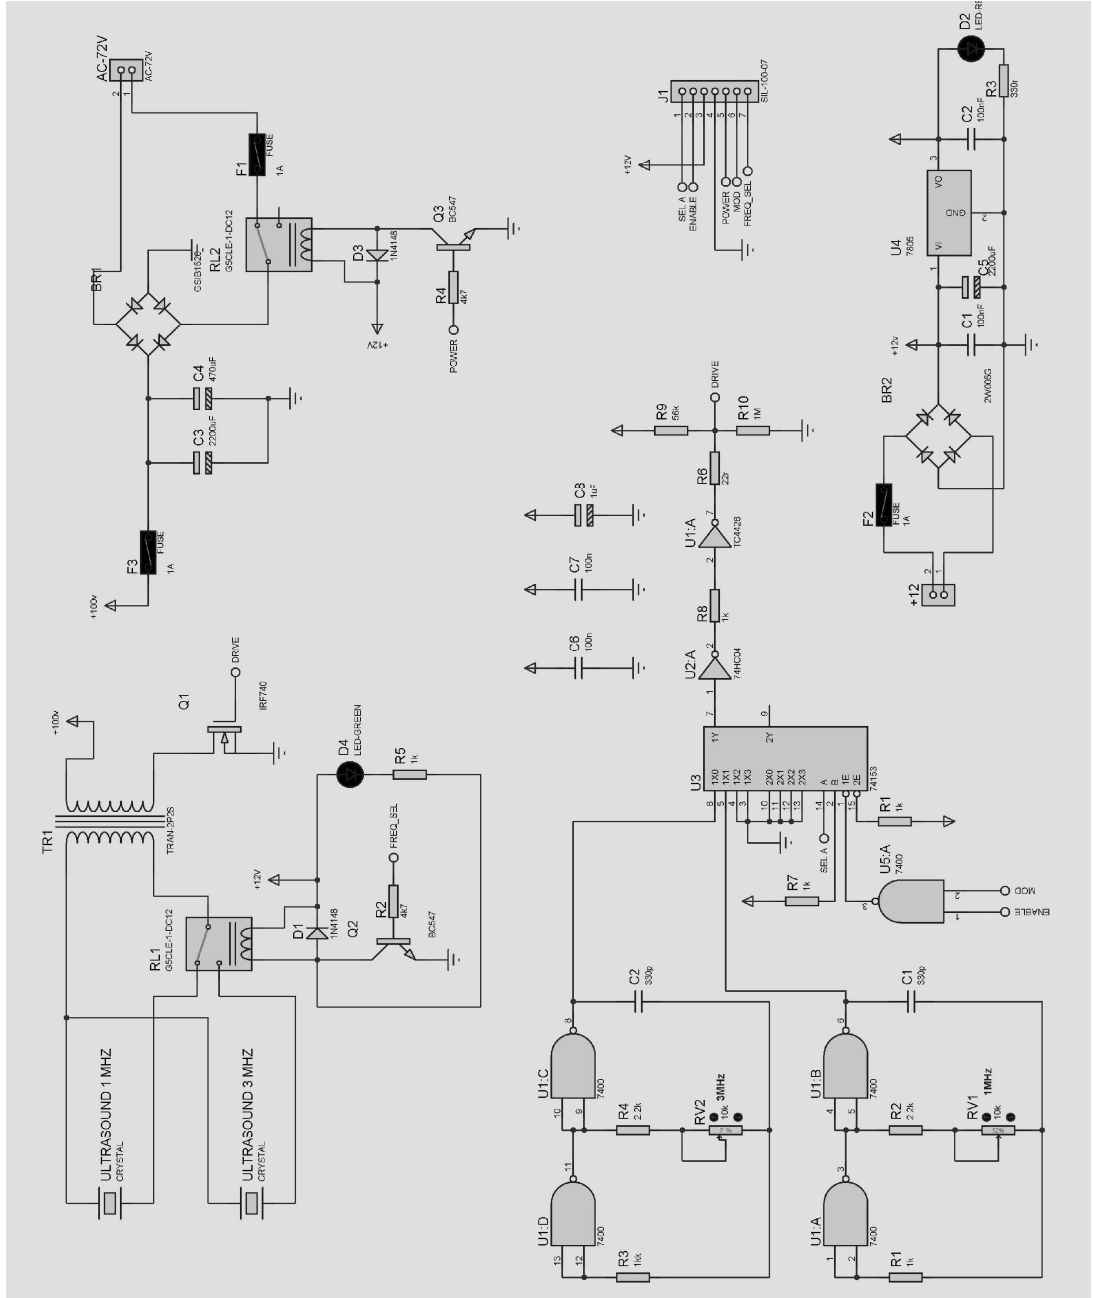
Ultrasonik terapi cihazı sinyal kartı diyagramı
